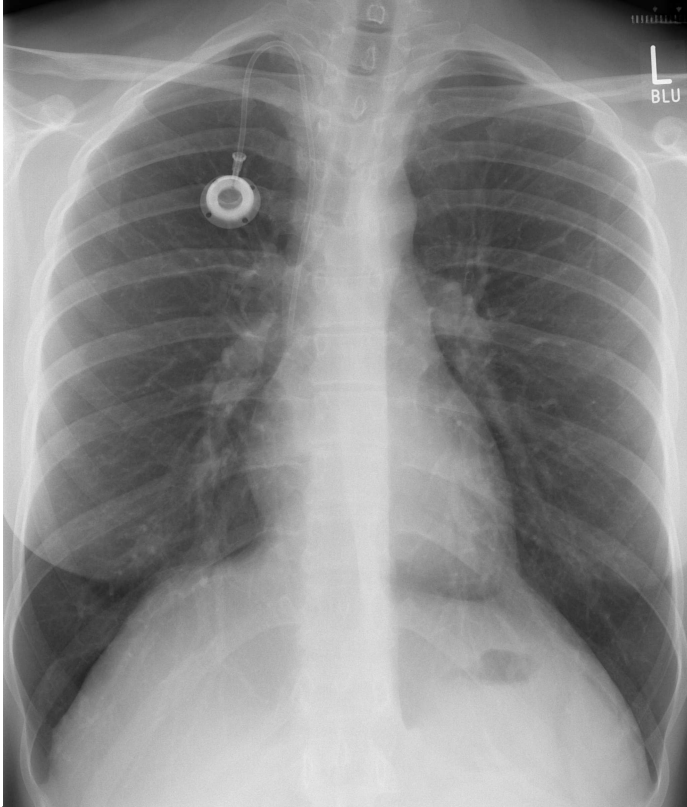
Röntgenkontrolle ap. nach Portanlage VJI rechts
